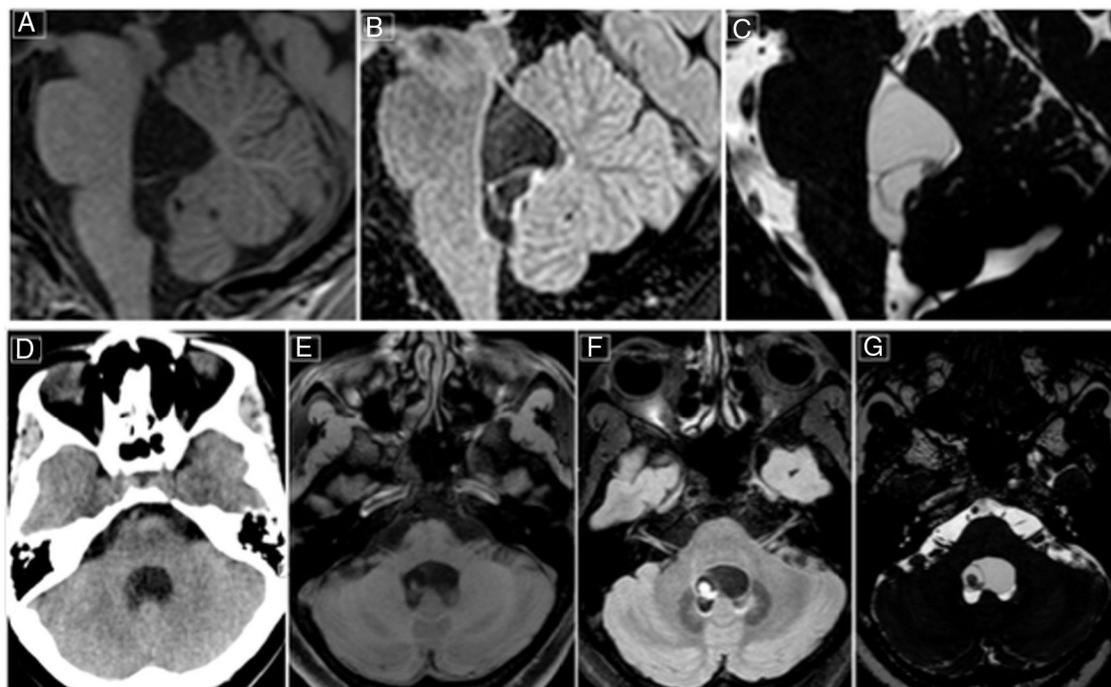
Neuroimágenes del primer caso en cortes sagitales (secuencias de resonancia magnética; imágenes en TFE potenciada en T1 [A], FLAIR [B] y BFFE [C]) y en cortes axiales (tomografía axial computarizada [D], resonancia magnética en TFE T1 [E], FLAIR [F] y BFFE [G]). Se evidencian 3 lesiones viables en el cuarto ventrículo, en corte sagital, una de las cuales muestra un nódulo en su extremo superior. En la secuencia BFFE se visualizan el escólex y las lesiones quísticas con mejor definición, diferenciándose del líquido cefalorraquídeo.
